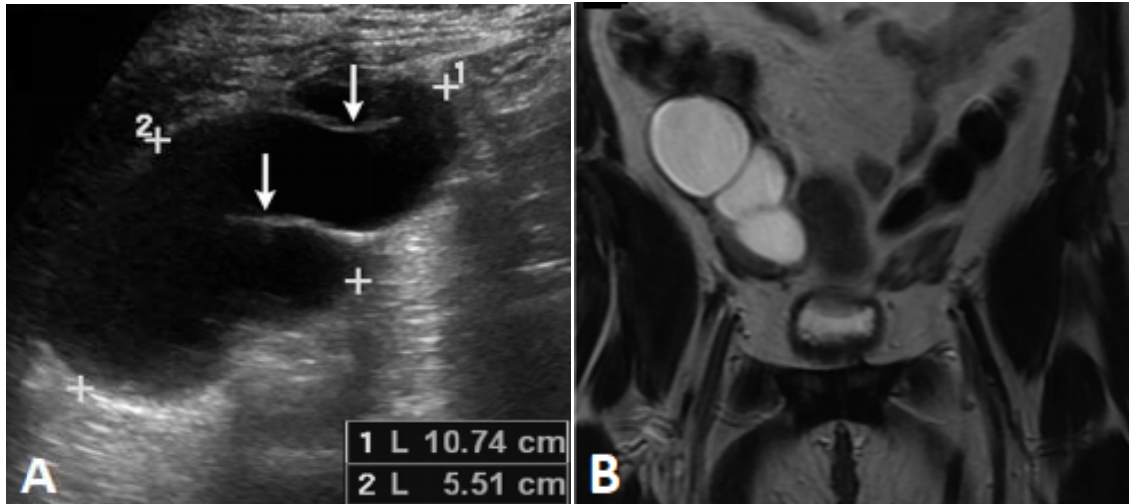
A. Image échographique montrant une structure tubaire hypoéchogène dilatée annexielle droite avec des cloisons incomplètes (flèches). B. IRM en séquence T2 montrant une masse élargie en hypersignal [67], évoquant un hydrosalpinx.
